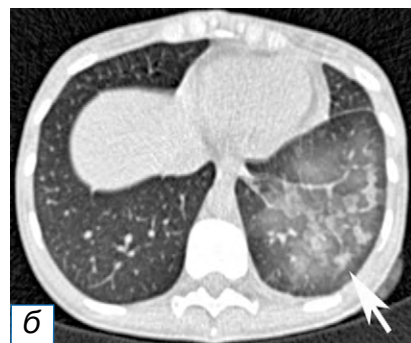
Пациентка К., 38 лет. Компьютерная томограмма грудной полости: а — выпот в плевральной полости (стрелка), коллабированная нижняя доля левого лёгкого (головка стрелки); б — через 1 час после дренирования плевральной полости: снижение прозрачности лёгочной ткани по типу матового стекла, участки консолидации в базальных отделах левого лёгкого, обусловленные реэкспансивным отёком (стрелка).
